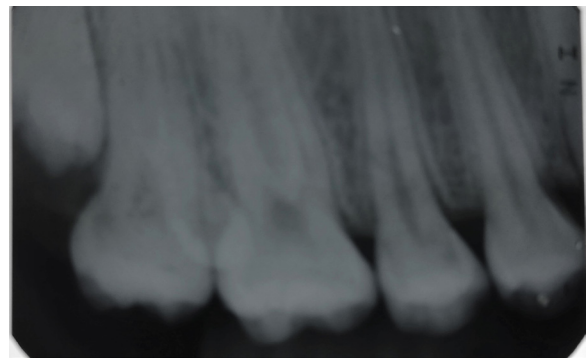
Radiografía periapical donde se observa un diente supernumerario entre el primer y segundo molar permanente.
